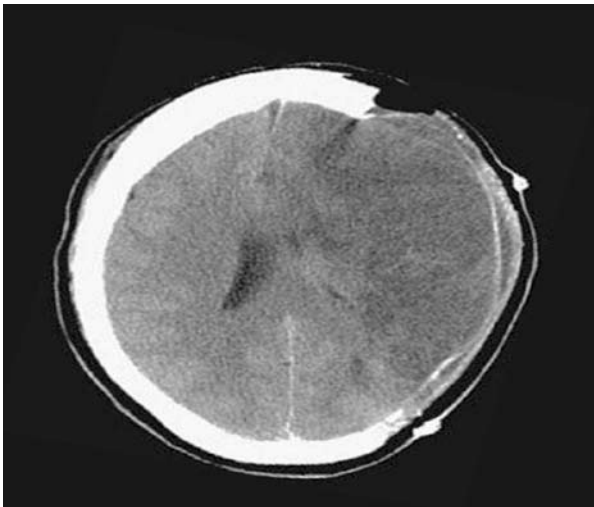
Imagen de tomografía axial cerebral simple al segundo día postoperatorio de una craniectomía descompresiva por IMACM izquierda (hemisferio dominante). Nótese el área hipodensa en el hemisferio izquierdo y el defecto de craniectomía.
